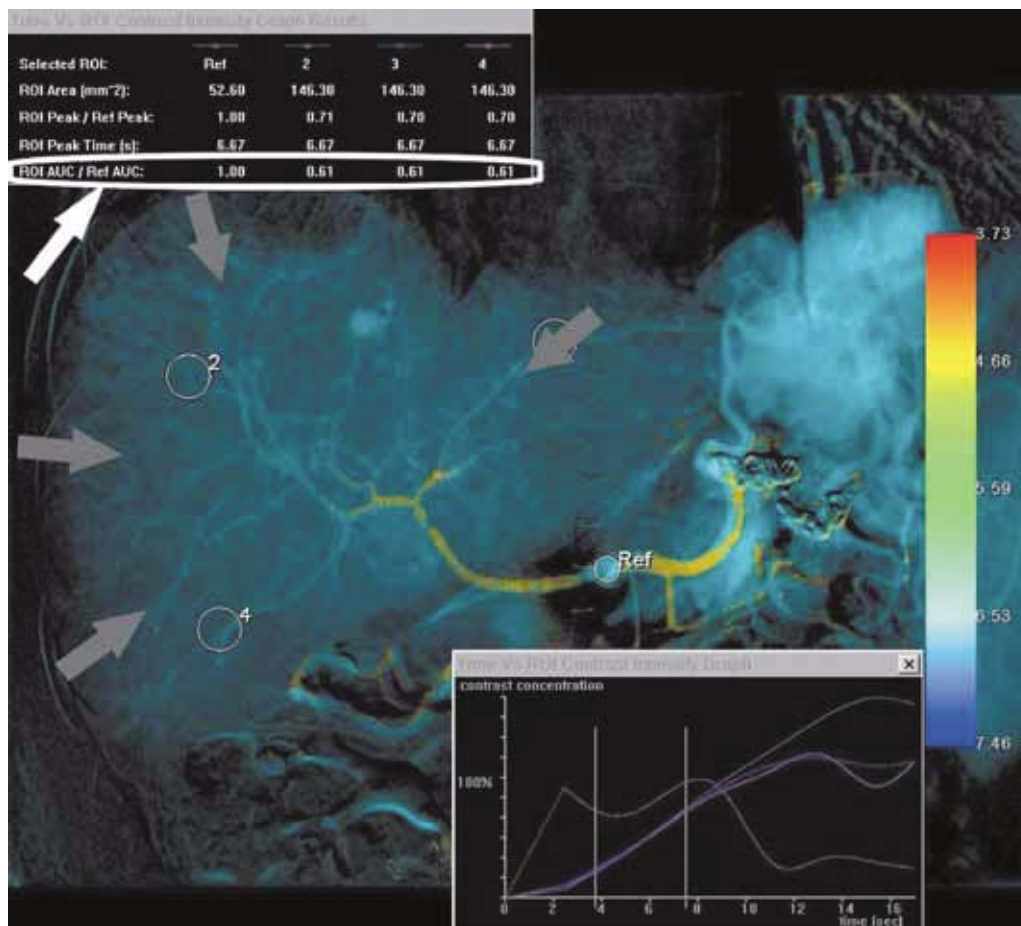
Перфузионное исследование печени после эндоваскулярной коррекции. Артериальное наполнение на уровне сегментов и субсегментов – серые стрелки. Восстановление и выравнивание перфузии (ROI AUC/Ref AUC) в проекции SII, SVI, SVII – белая стрелка
